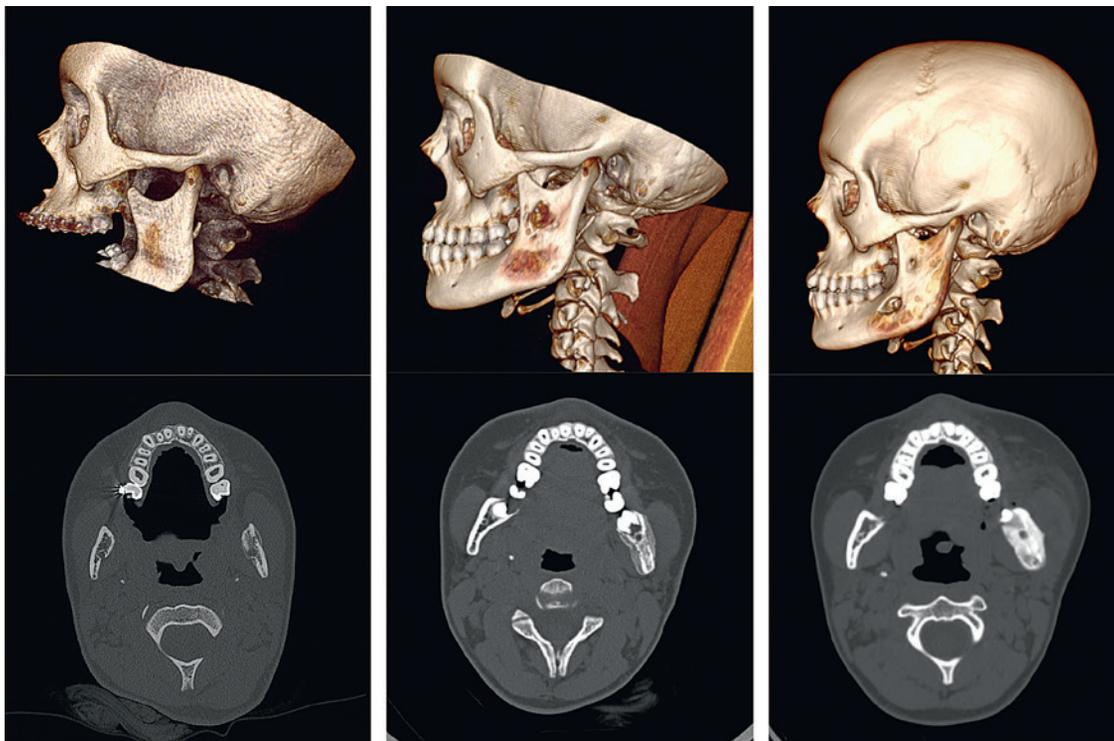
Динамика МСКТ девочки Ф. 15 лет до первичного поступления в стационар РДКБ
